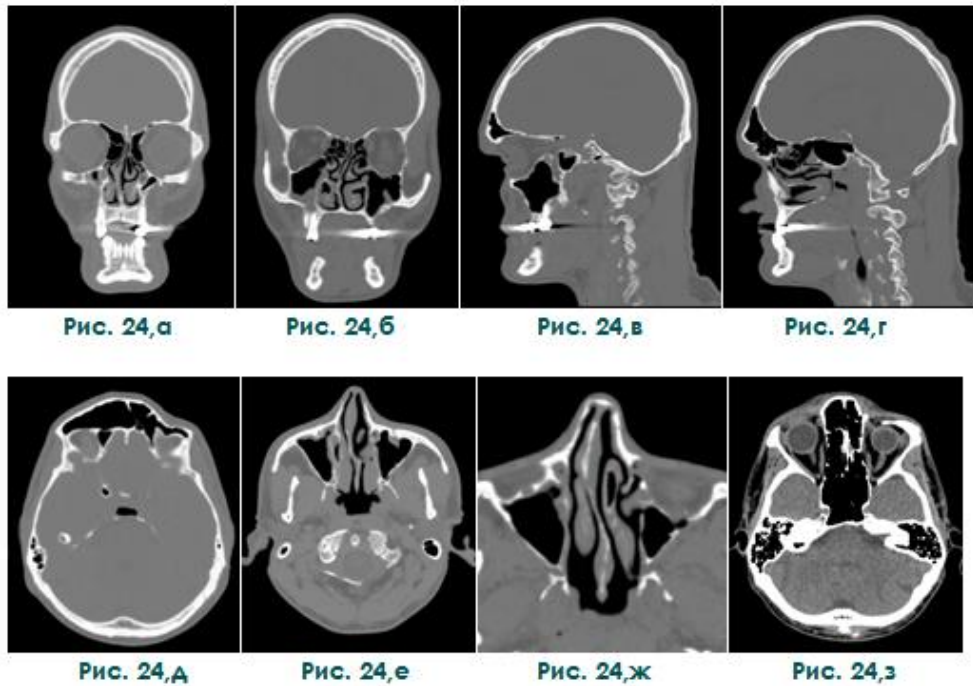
МСКТ черепа в прямой (а, б), боковой (в, г), аксиальной (д, е, ж, з) проекциях.
